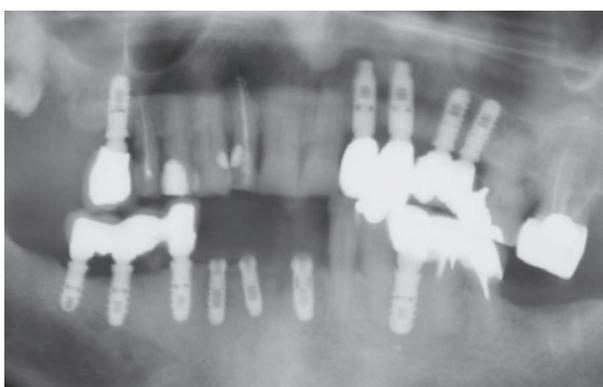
Controllo radiografico a 1 anno dal carico
